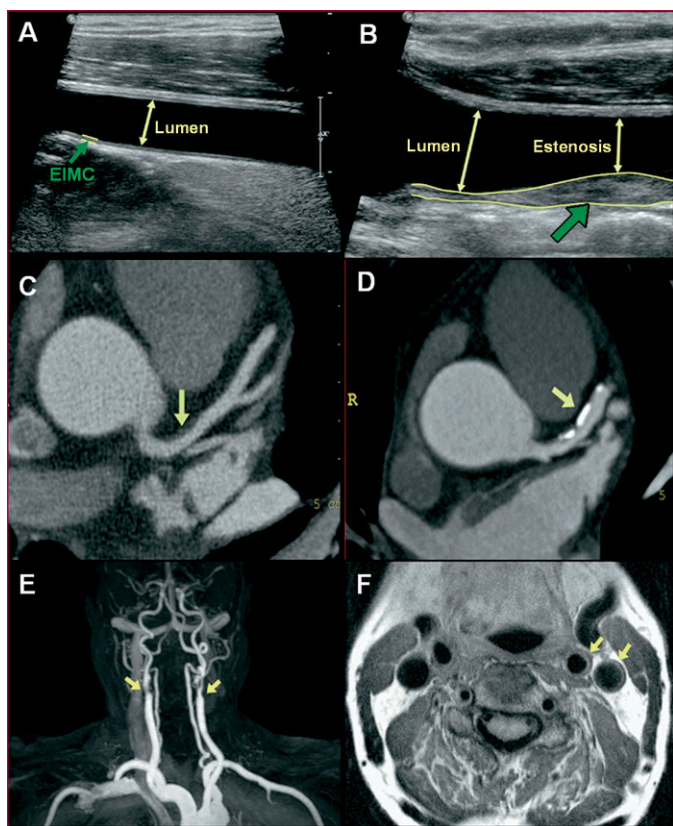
Ejemplos de diversas técnicas para estratificación de riesgo cardiovascular de pacientes: A y B, grosor íntima-media carotídeo (GIMc); C y D, tomografía computarizada multidetector; E y F, resonancia magnética. A: ecografía carotídea de un paciente sano; el GIMc (flecha verde) es el espacio comprendido entre las dos líneas amarillas. B: ecografía carotídea de un paciente con aterosclerosis; la flecha verde muestra una placa no calcificada. C: imagen axial obtenida por tomografía computarizada multidetector en un paciente asintomático; muestra estenosis leve en la arteria descendente anterior debido a una placa aterosclerótica no calcificada (flecha). D: imagen de tomografía computarizada multidetector de paciente con dolor torácico atípico que muestra placas excéntricas calcificadas (flecha) con estenosis leve de la arteria descendente anterior. E: angiografía por resonancia magnética con inyección de contraste en un paciente asintomático con aterosclerosis subclínica; se aprecia una estenosis bilateral de la carótida común (flechas). F: imagen sagital sangre negra de resonancia magnética que muestra placa aterosclerótica en las carótidas externa e interna izquierdas (flechas). (Adaptada de Ibanez et al¹⁰³ con permiso.)
